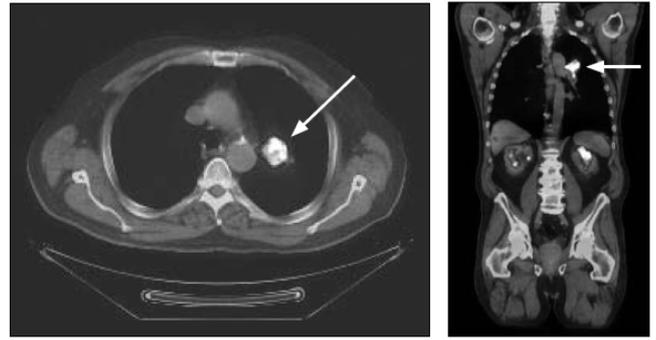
Radiografía del tórax y TAC que muestra un tumor del lóbulo superior izquierdo
